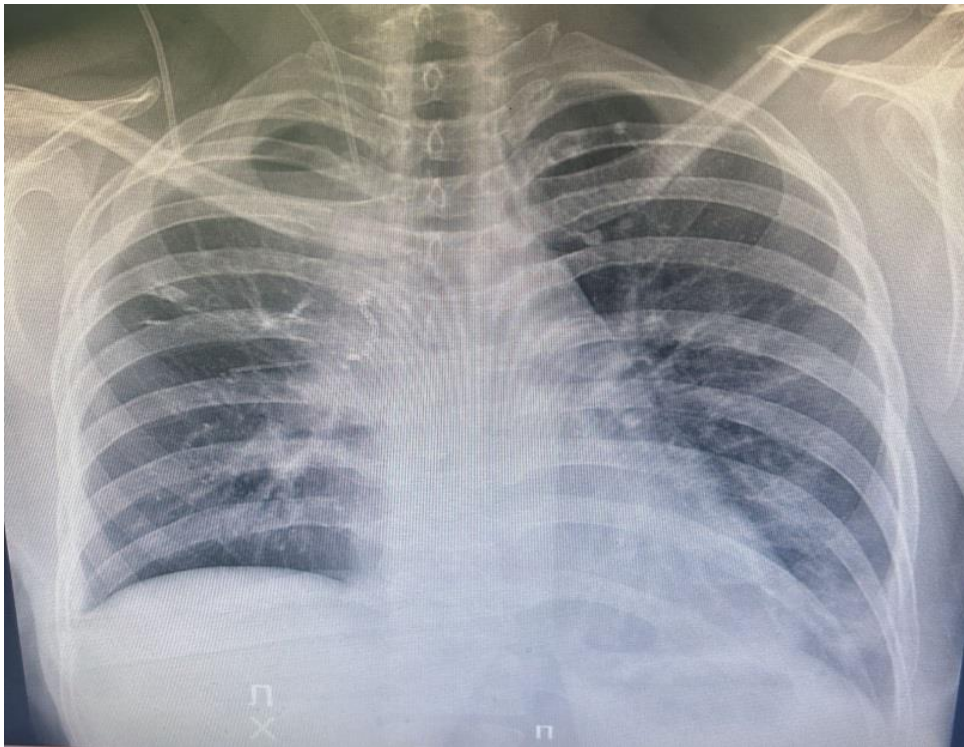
Рентгенограмма органов грудной клетки после операции
